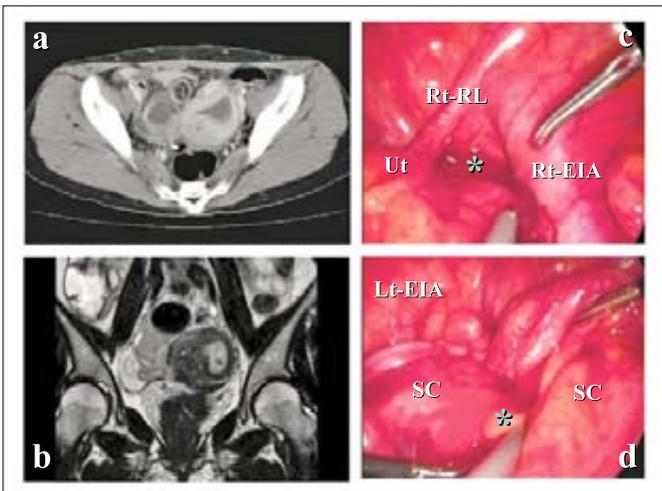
両側付属器腫瘍の画像所見 (a:CT, b:MRI) と腹腔鏡所見 (c, d)。a, b:骨盤腔の左右両側に、肥厚した不整な壁を有する多房性病変が認められ、少量の腹水貯留を伴っている。c:右卵管留腫瘍の破裂後、流出した膿汁 (*). Ut:子宮、Rt-RL:右円靱帯、Rt-EIA:右外腸骨動脈。d:左卵管留腫瘍の破裂後、流出した膿汁 (*). SC:S状結腸、Lt-EIA:左外腸骨動脈。本症例では、慢性経過によって生じた強固な癒着のため、開腹移行にて卵管切除を行った。
